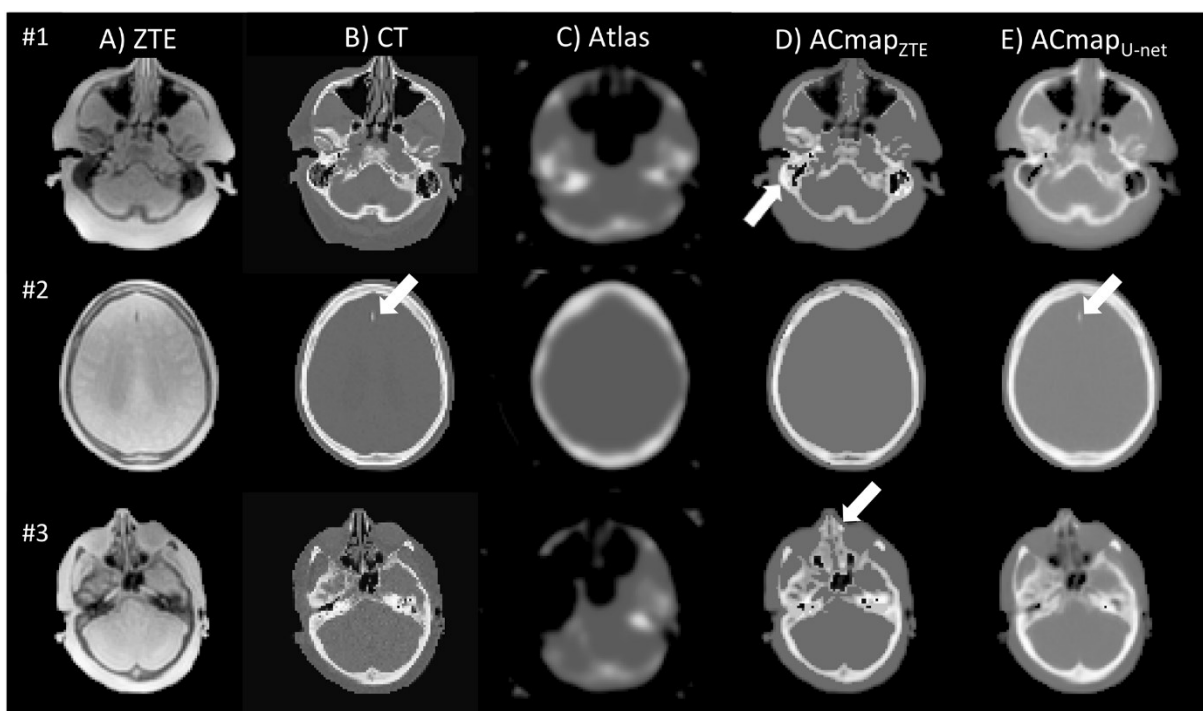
immagine dallo studio comparativo di Blanc-Durand et al. [25]. Da sinistra a destra sono rappresentate, per le indagini su tre pazienti distribuiti sulle tre righe, le immagini ZTE, le immagini CT originali come riferimento, la mappa di attenuazione ottenuta con il metodo per atlanti, la mappa ottenuta dalla segmentazione dell'immagine ZTE, e la mappa calcolata con l'algoritmo U-Net. Si può notare come la segmentazione dell'immagine ZTE si avvicini alla mappa CT, ma presenti delle sovrastime del segnale, mentre la mappa ricavata dall'algoritmo U-Net è l'unica a rilevare la calcificazione di un meningioma nel secondo paziente.
